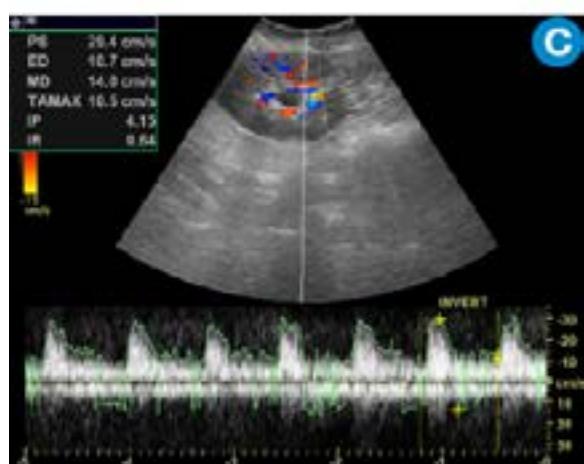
B) CT simple corte coronal: riñones aumentados de tamaño con múltiples quistes. C) Ecografía doppler color: riñón trasplantado sin alteraciones. D) CT simple corte sagital: riñón trasplantado (asterisco), riñón derecho con múltiples quistes (cabeza de flecha) y quiste hepático (flecha). Continúa.
